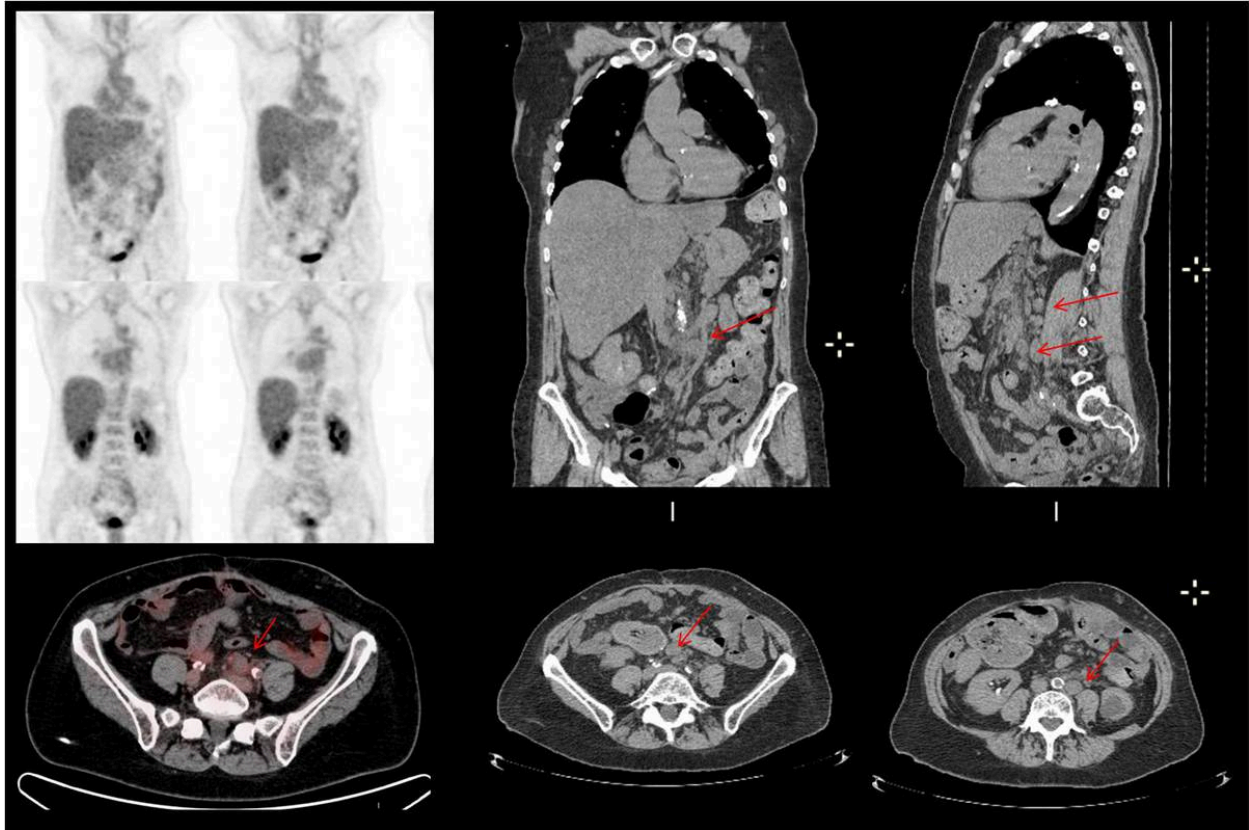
En las imágenes de fusión PET-TC se visualizan adenopatías de tamaño significativo retroperitoneales y en cadenas iliacas, sin apenas captación de ^{18}F -FDG. El diagnóstico fue de Linfoma de células B de bajo grado, sin afinidad por la ^{18}F -FDG.
